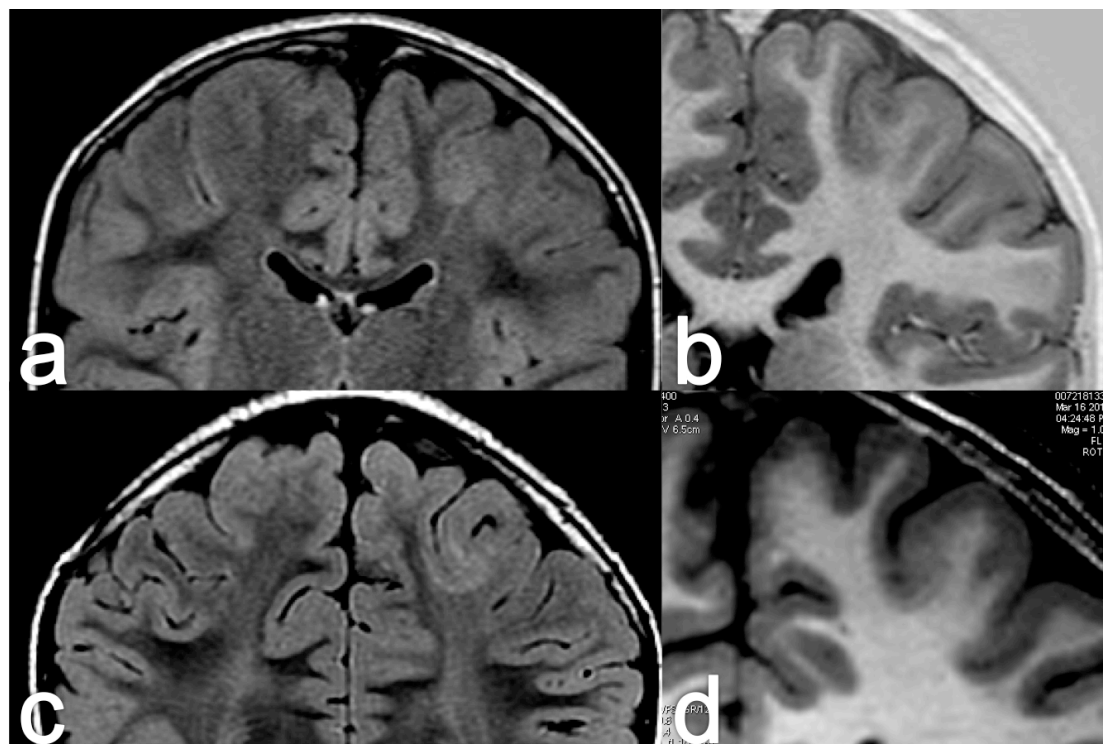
DCF-FS frontal izquierda. Estudio en 3T con cortes coronales FLAIR de 3 mm (a) y reconstrucción coronal de 1,5 mm con secuencias IR (b). Los cortes de mayor resolución en la misma localización con secuencias FLAIR (c) y T1 (d) muestran BOLD y alteración de la sustancia blanca yuxtacortical.
